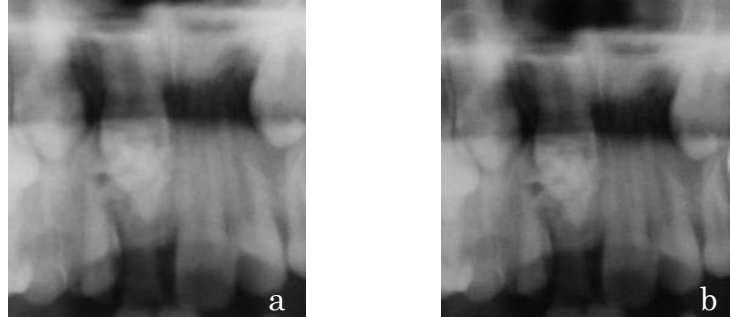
Radiografia panorâmica, com detalhamento da lesão na região da maxila. Em (a) radiografia inicial; (b) ajuste no brilho e contraste.
